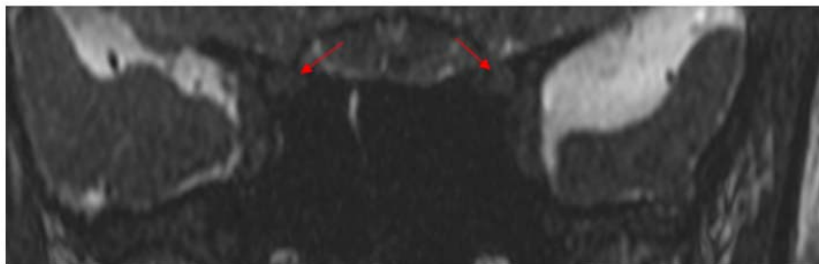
Imagem de ressonância magnética de órbita em corte coronal com estiramento do nervo óptico, demonstrado pelo afilamento do nervo (seta) ao passar pelo forame óptico.
